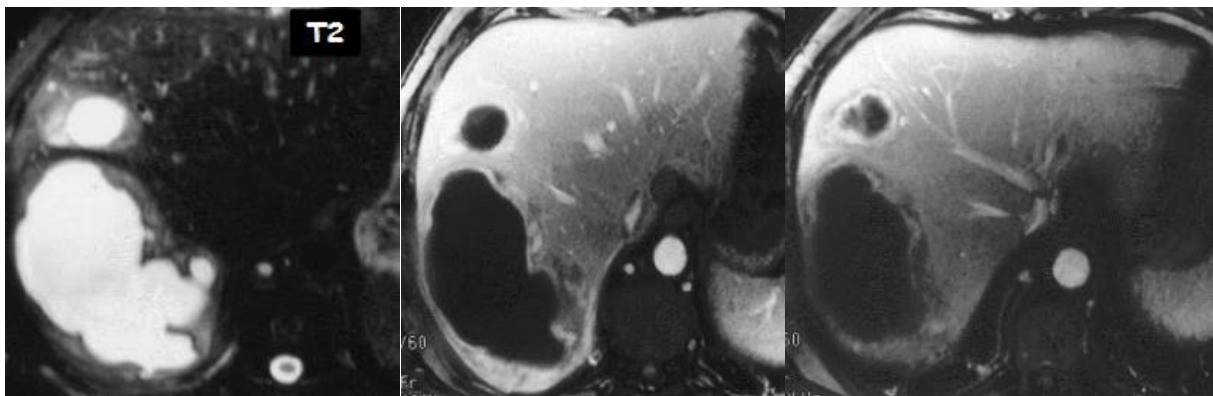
Images d'IRM hépatique en coupe axiale (T2;T1; après injection du gadolinium) montrant des abcès amibiens multiples du foie [23].
